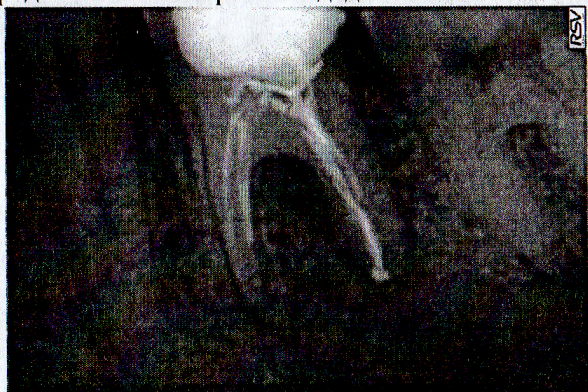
Предоперационная рентгенограмма зуба 36.
